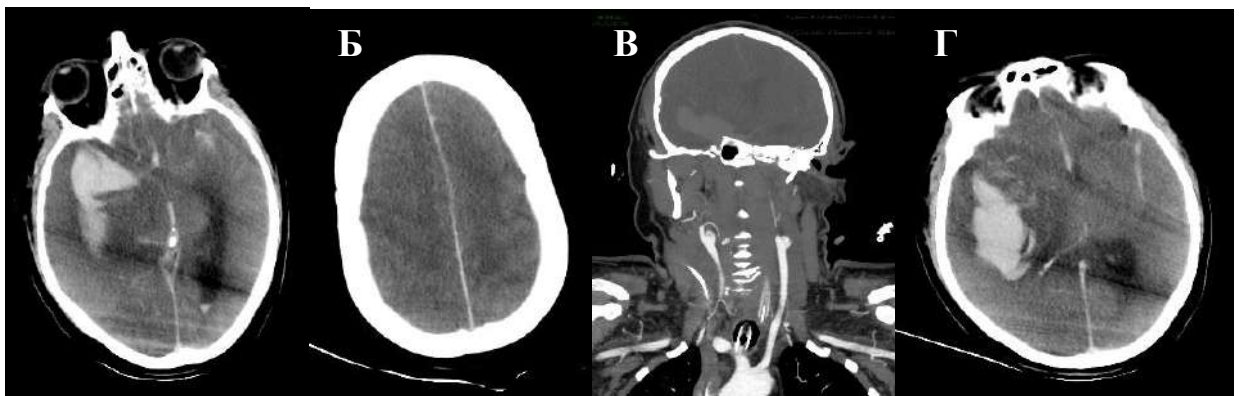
Пациентка, 43 года; острое аневризматическое внутричерепное кровоизлияние. Исследование в приемном отделении А, Б – нативная КТ, В-Г – КТА БЦА. На нативной КТ (А, Б) определяется внутримозговая гематома в правой височной доле, диффузное субарахноидальное
